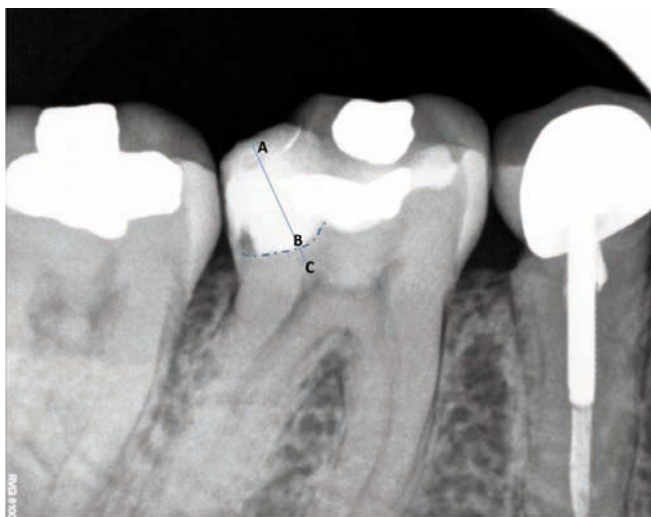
Imagen radiológica del caso de la figura 6 después de 9 meses de obturación con IRM®. Se puede observar como la distancia B-C da suficiente seguridad para poder continuar la técnica TECE.
